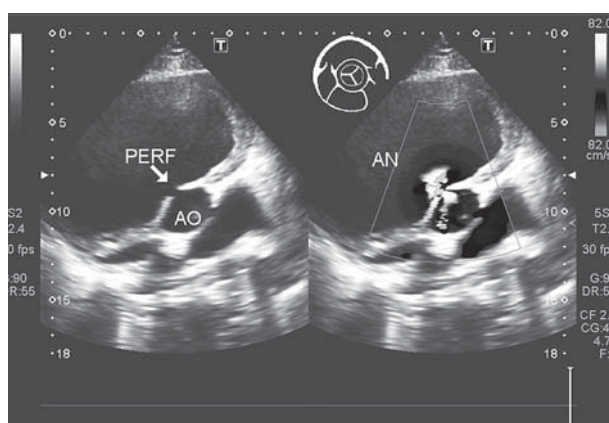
Эхокардиограмма больной с псевдоаневризмой восходящей аорты (парастеральная позиция по короткой оси). Слева стрелкой указано перфоративное отверстие (PERF) в стенке восходящей аорты (АО). Справа — поток крови из аорты в аневризму (AN)
